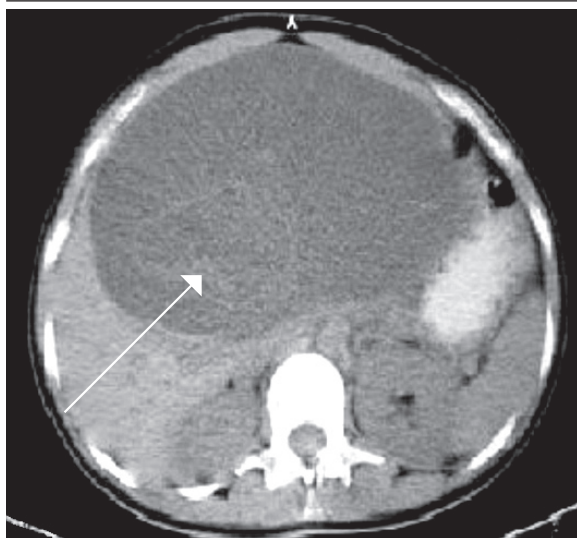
Tomografía computada de hígado
